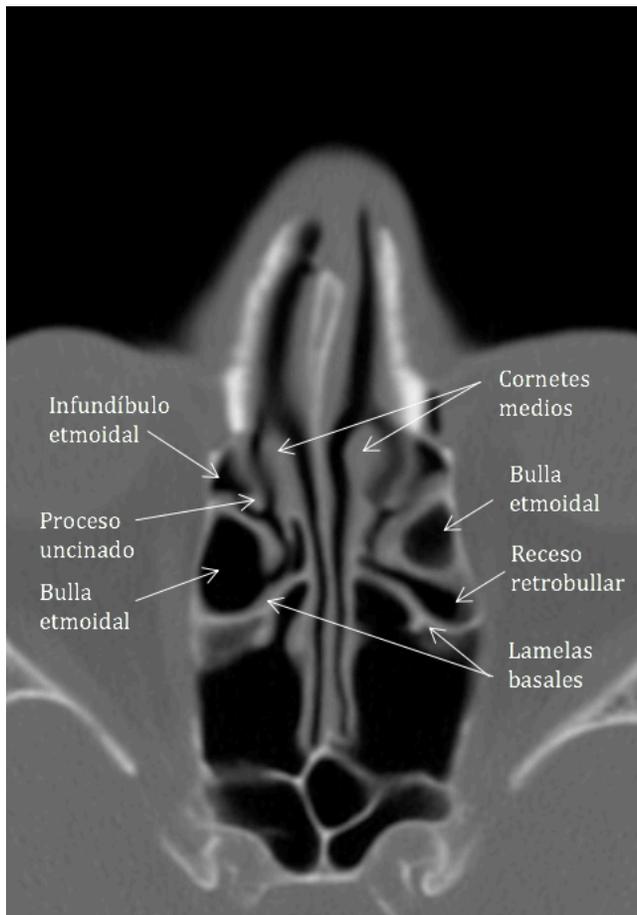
Tomografía computada en cortes axiales. Se observa bullae etmoidal del lado derecho y receso retrobullar del lado izquierdo.
